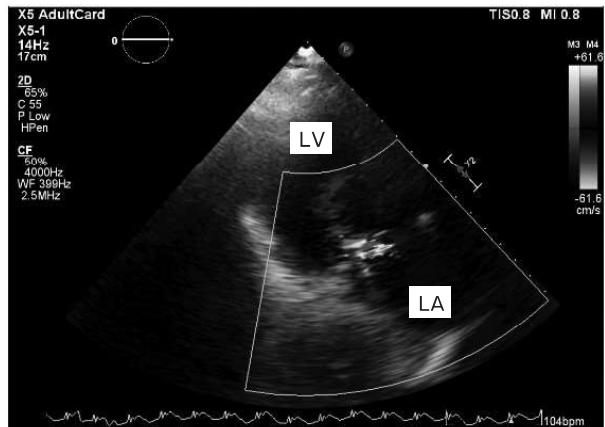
入院時経胸壁心エコー図(TTE)(2015/12/11 12:57)
